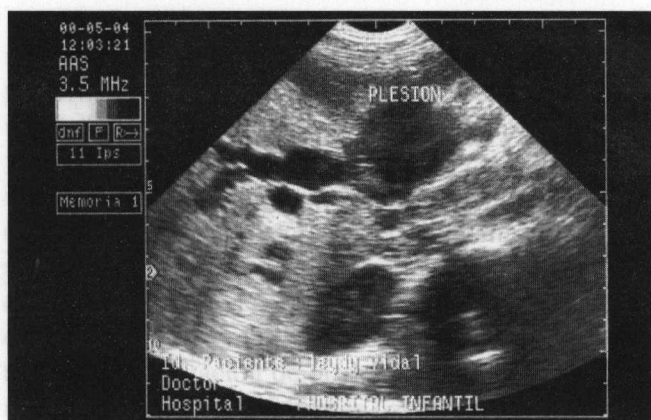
Primera ecografía.
